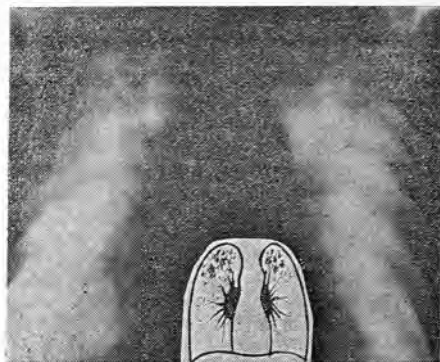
Томограмма больного X, 52 лет.
